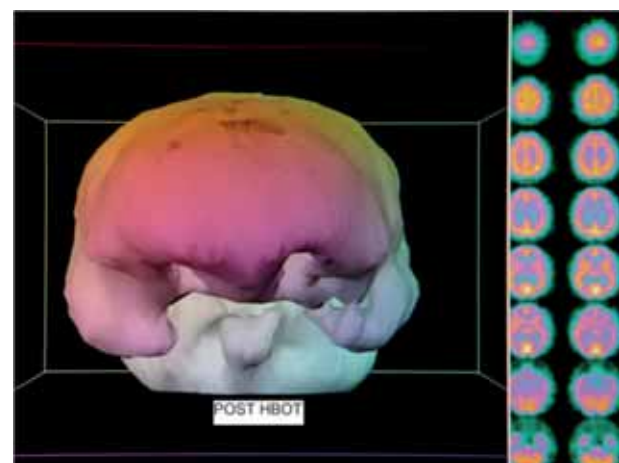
HBOT-SPECT brain scan three dimensional surface reconstruction and processed transverse images. Note relative improvement in brain blood flow to bilateral focal frontal and temporal defects and overall normalization of flow to a more homogeneous pattern. Harch, 2009.
